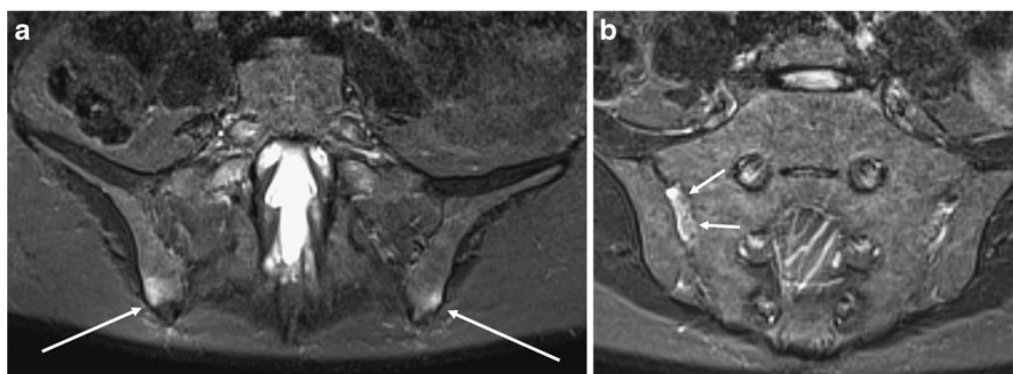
Pelvic enthesitis in a 35-year-old female with spondyloarthritis. Coronal oblique STIR MR images show a bilateral posterior sacroiliac ligament enthesitis as bone marrow oedema (*arrows*) and b right
